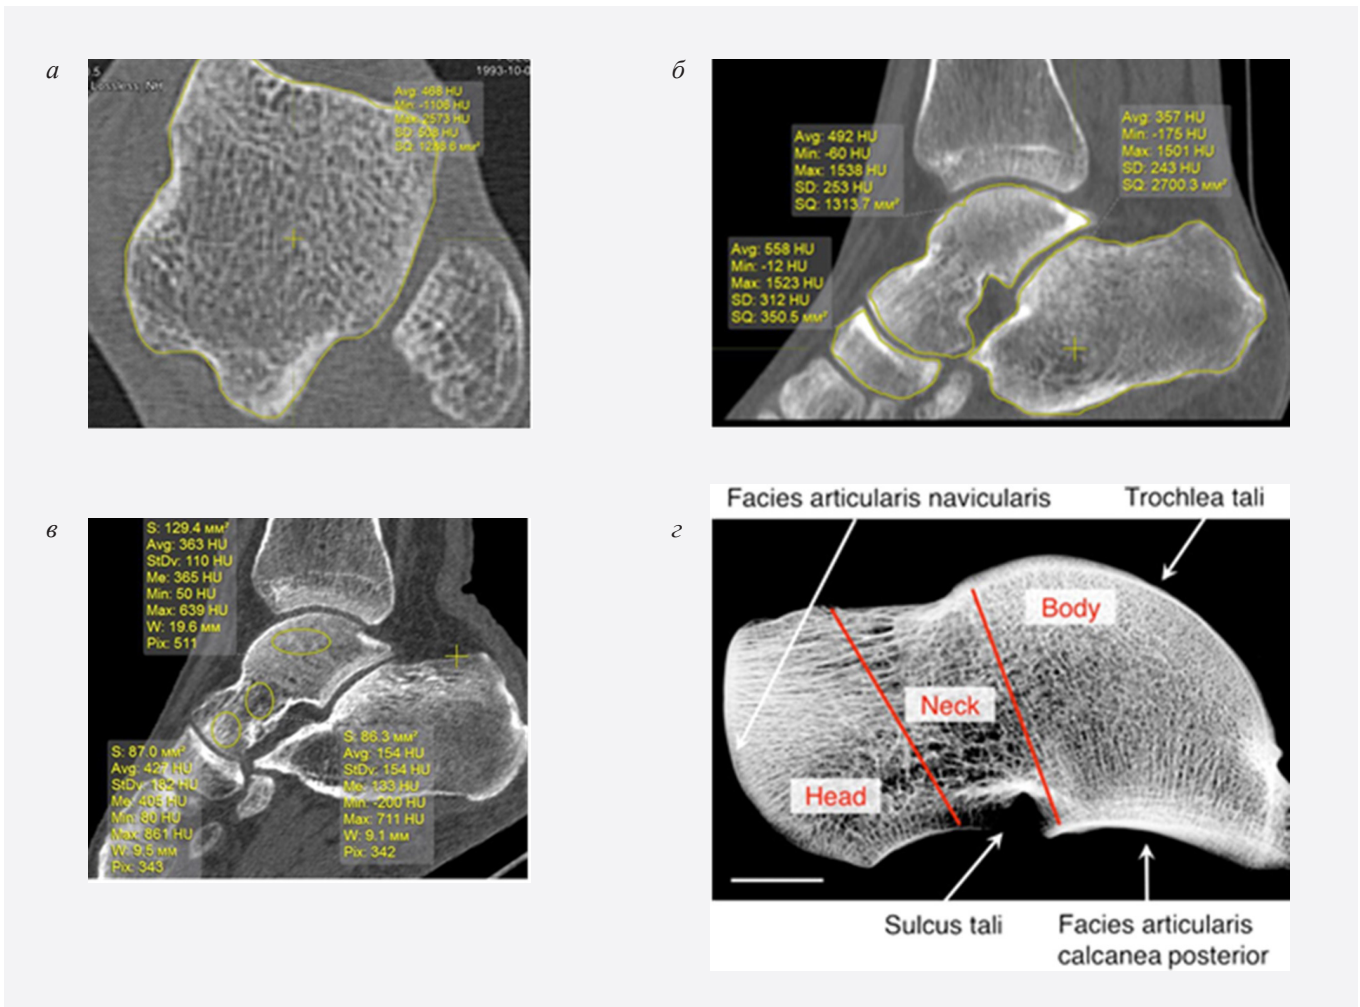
МСКТ голеностопного сустава и стопы больного В., 37 лет. Перелом таранной кости справа. МРР во фронтальной плоскости здоровой конечности (а). МРР в сагиттальной плоскости здоровой конечности (б, в). Контактная рентгенограмма таранной кости, сагиттальная плоскость (z) (заимствовано из М. Krause и соавт., 2013) [18]
